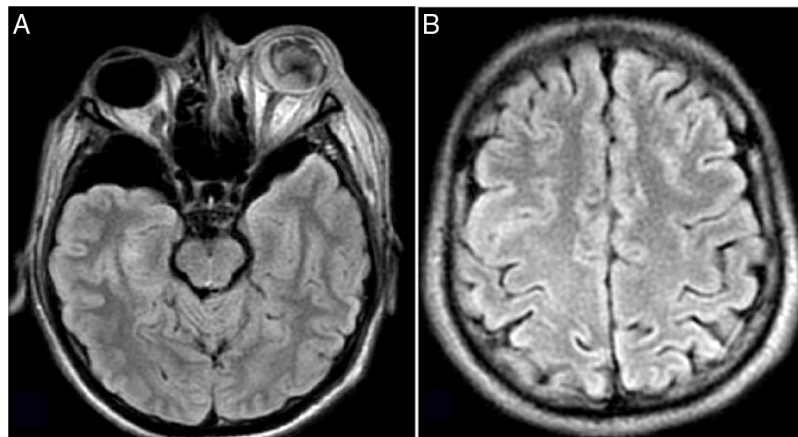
A) En FLAIR material purulento en la cámara anterior y posterior acompañado de edema de colección laminar supraorbitaria, edema de los tejidos blandos intra y extraconales y miositis de los músculos extrínsecos del ojo. B) Lesiones redondeadas hiperintensas en FLAIR, con realce en anillo periférico y restricción central a la difusión, subcentimétricas, con tendencia a la confluencia en el giro frontal medio izquierdo, compatibles con pequeños abscesos.
